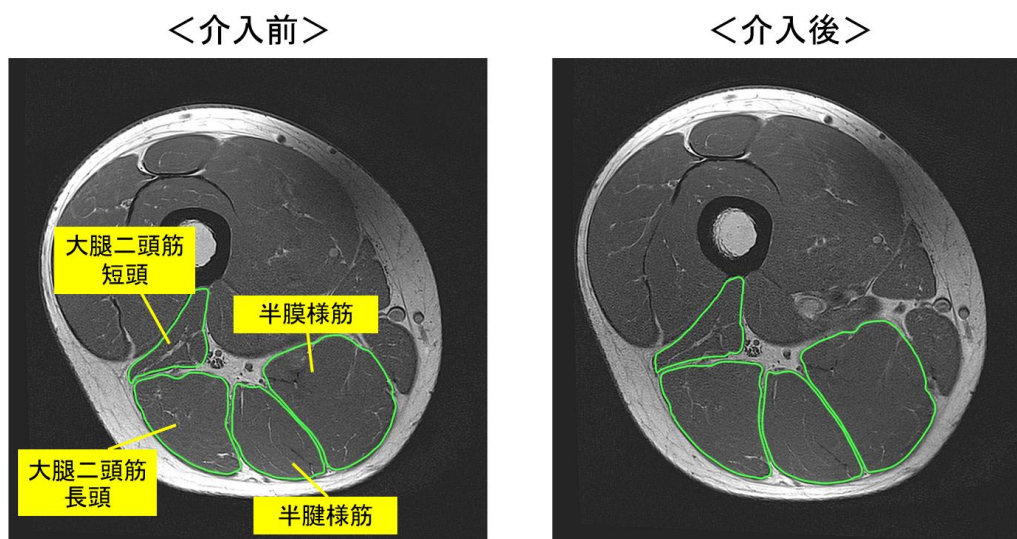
介入前後における大腿部の MRI の例
